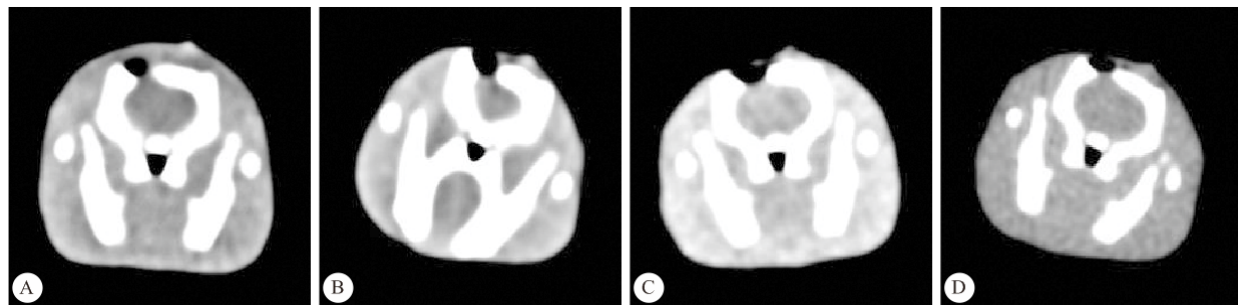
损伤组大鼠术后 24 h(A)、2 周(B)、4 周(C)和 8 周(D) CT 平扫检查结果
